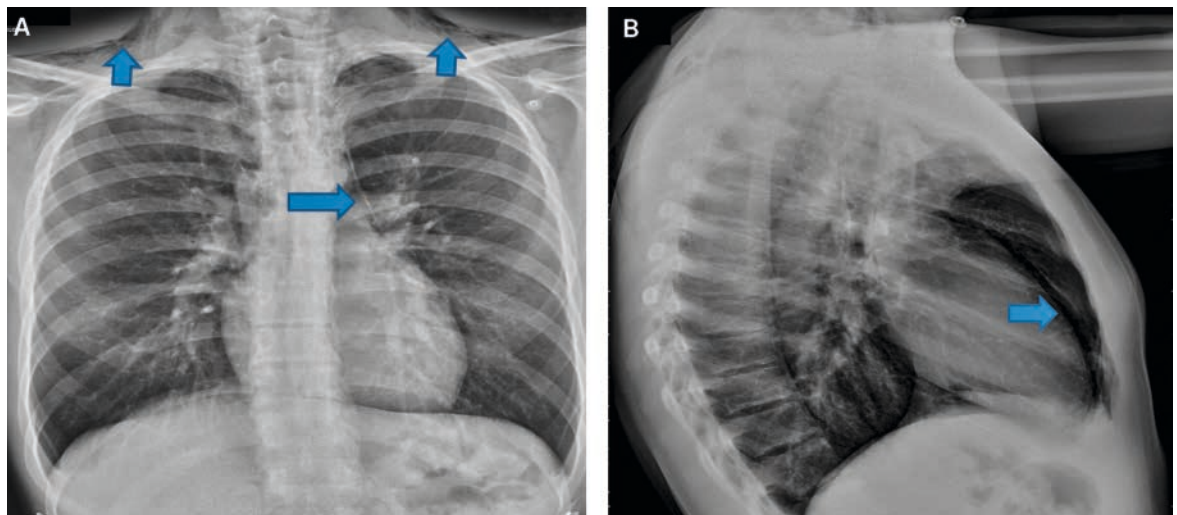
Thoraxröntgen ap (A) und seitlich (B). A Mediastinalempysem mit Ausbreitung bis in die zervikalen Weichteile (Pfeile). B Mediastinalempysem im Seitenbild (Pfeil).
